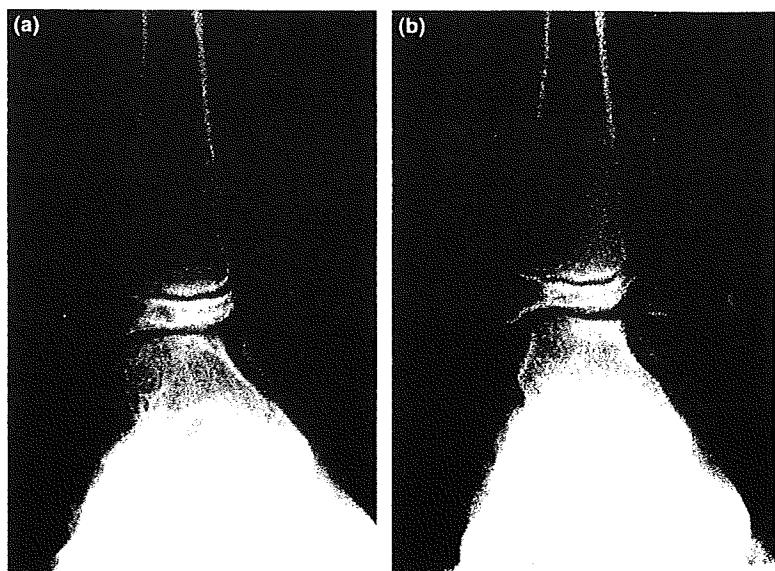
Case 2, an 8-year-old boy. (a) Pre-operative radiography on weight-bearing.
